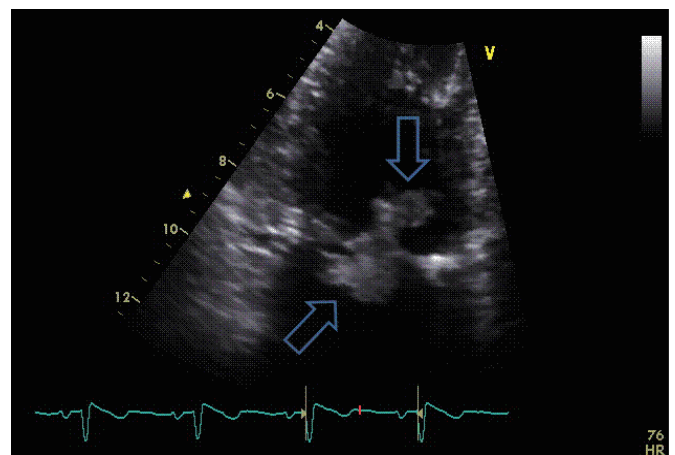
Transthoracic echocardiogram shows two large oscillating vegetations at the mechanical mitral valve (1.29×1.12 cm, 1.86×1.32 cm).
